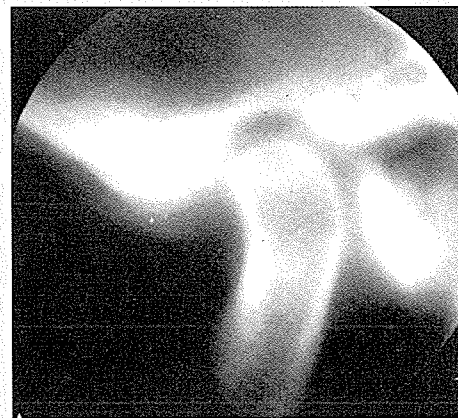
Tomography; normal osseous component
